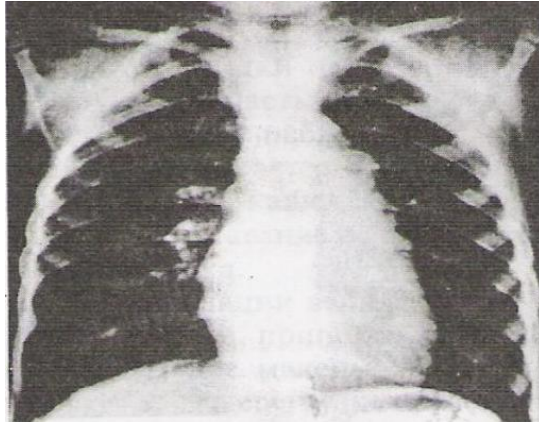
Рентгенограма хворого з транспозицією великих артерій
